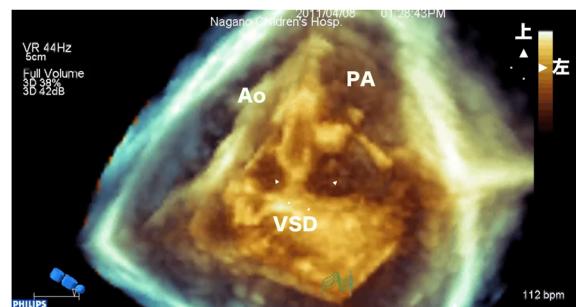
経心膜3D心エコー 右室自由壁からの断面
